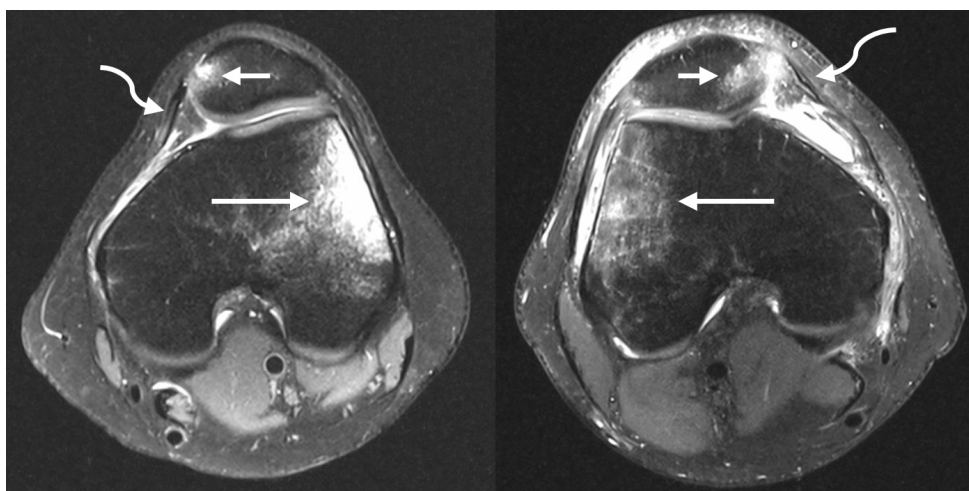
Darstellung des typischen Kontusionsödems im Bereich der medialen Patella (kurzer Pfeil) und der lateralen Femurkondyle (langer Pfeil), sowie der Schädigung des medialen Retinakulums (geschwungener Pfeil) nach Patellaluxation in einem axialen MRT-Schnittbild
